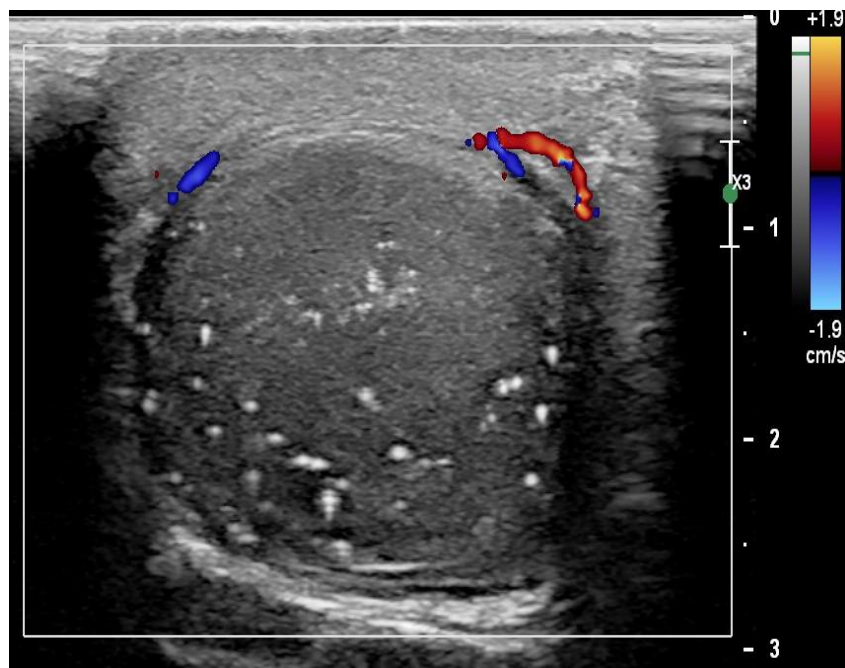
Testículo derecho disminuido de volumen, heterogéneo con zonas hipocogénicas y calcificaciones dispersas. Avascular al Doppler color, mostrando edema de las envolturas de la pared escrotal con leve incremento de la vascularización de forma reactiva. El epidídimo está engrosado y heterogéneo, avascular.
